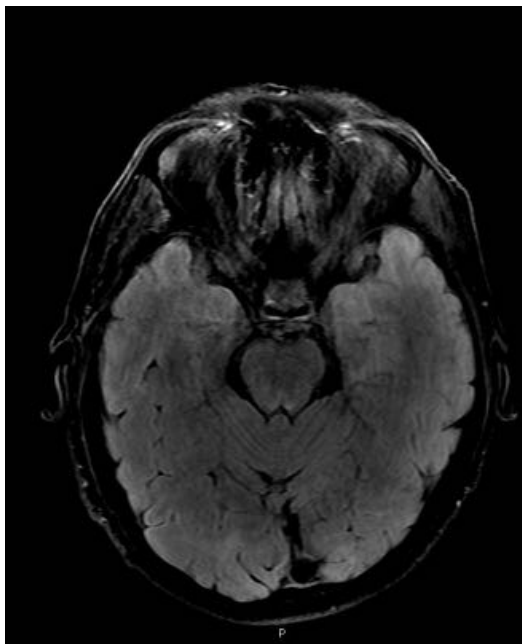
Imagen de RM axial T2 FLAIR e imagen axial ASL, (Arterial Spin Labeling), donde se aprecia hiperperfusión en el área dañada.
